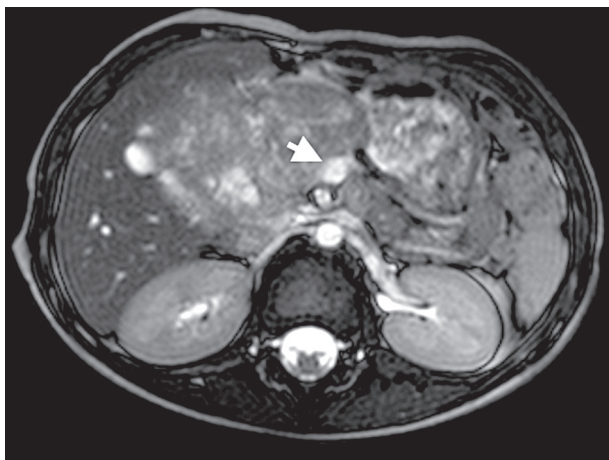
Дооперационная МРТ, аксиальный срез, белая стрелка — зона опухолевой инвазии в верхнюю брыжеечную вену.
